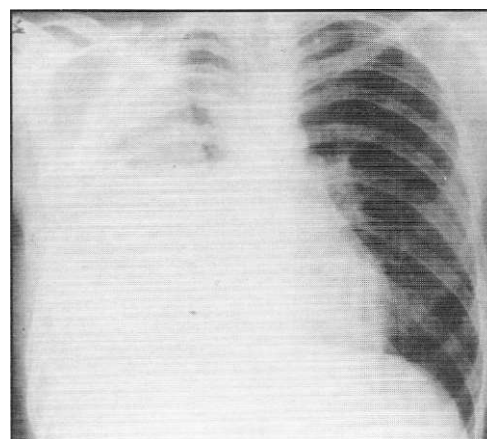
Radiografía de tórax de control en el caso 3 en junio de 1987, revela hallazgos muy similares a los previos en mayo de 1987. Sin embargo, el paciente se encontraba asintomático, sin fiebre, con buen apetito y aumentando de peso progresivamente.
